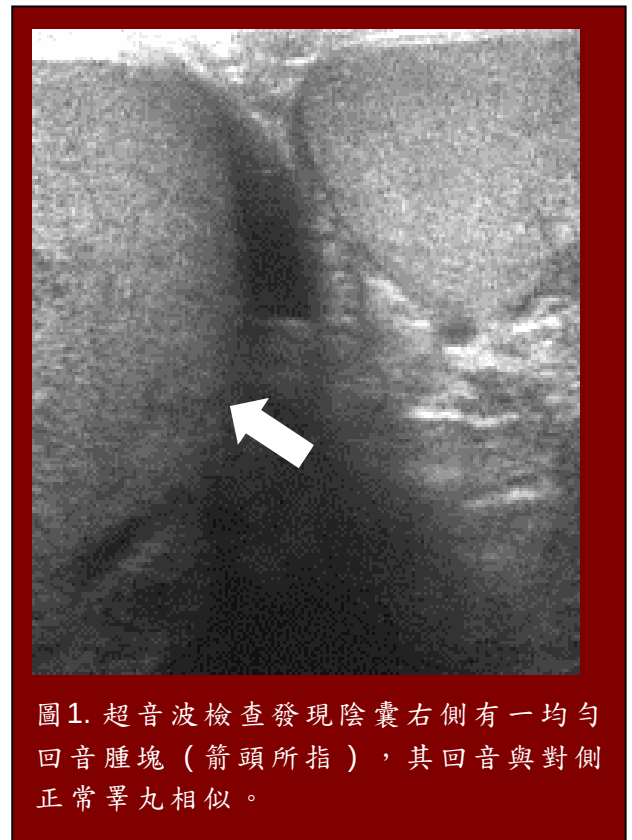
超音波檢查發現陰囊右側有一均勻回音腫塊（箭頭所指），其回音與對側正常睪丸相似。
